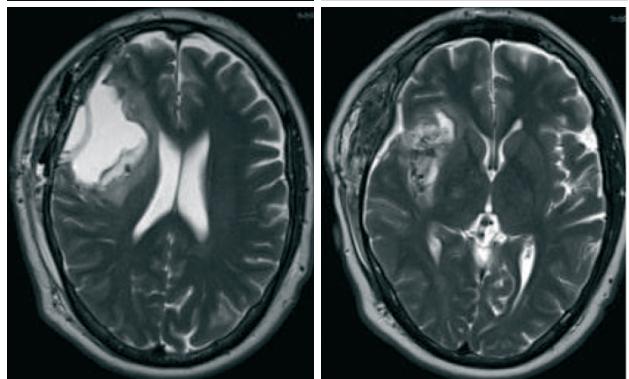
Case 2. Pre- and post-surgical MRI demonstrating the subtotal removal of the lesion.
